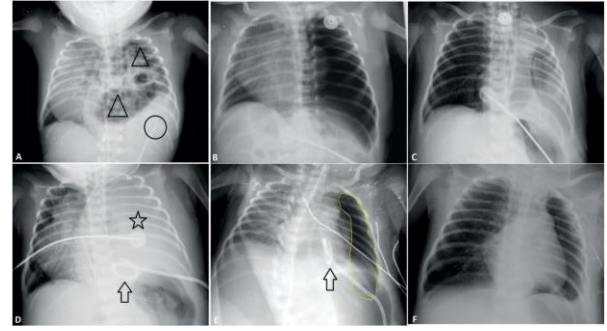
A. As a result of a congenital diaphragmatic hernia, bowel segments fill the left hemithorax and partially the inferior mediastinum, as seen on the chest X-ray, taken one day before surgery (black triangles). There is also a localized effusion in the inferior-lateral region of these bowel segments (black circle). B. The chest radiograph was taken on postoperative day 1, the left hemithorax is completely filled with air, and the left lung is not clearly ventilated. In addition, there is a significant shift of the mediastinal structures to the right along with the left lung tissue. C. On postoperative day 2, we see that the mediastinal structures and the left lung have largely returned to their anatomic position. However, the lung parenchyma is still not clearly ventilated. The pneumothorax has been replaced by pleural effusion. D. On postoperative day 6, the ventilation of the left lung has completely disappeared and the mediastinal structures have shifted back to the right. An effusion covers the entire left hemithorax (black star). Inferior to the left hemithorax, we see the drainage catheter inserted by the trocar method (black arrow). E. On the chest radiograph taken 1.5 days after insertion of the drainage catheter (black arrow), we see that the mediastinal structures have recovered and partial ventilation of the left lung has increased. Although no effusion has remained, there is a large area of pneumothorax (area surrounded by the yellow line). At this point, the drainage catheter is removed from the standard bag and connected to the underwater seal. F. Five days after the drainage catheter is connected to the underwater seal. It is withdrawn because there is no more air in the pleural cavity and no more fluid draining from the catheter. On the chest X-ray, the mediastinal structures are seen in their normal anatomical position and the ventilation of the left lung is completely normal.
